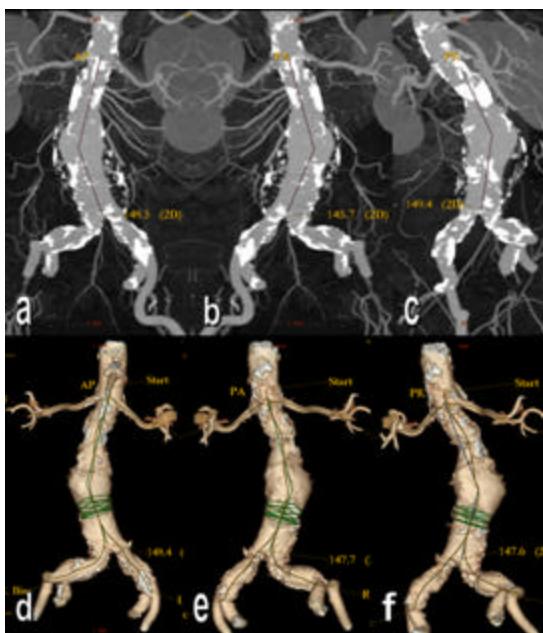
a-f. CT merenje prosecne dužine vrata AAA u 3 karakteristicne 2D (a-c) i 3D slike (d-f)
